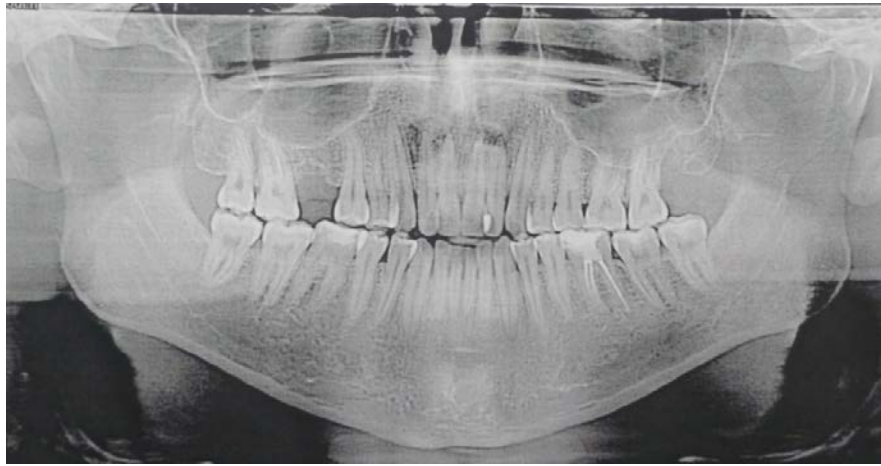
Ортопантомограмма пациента А.Е.
